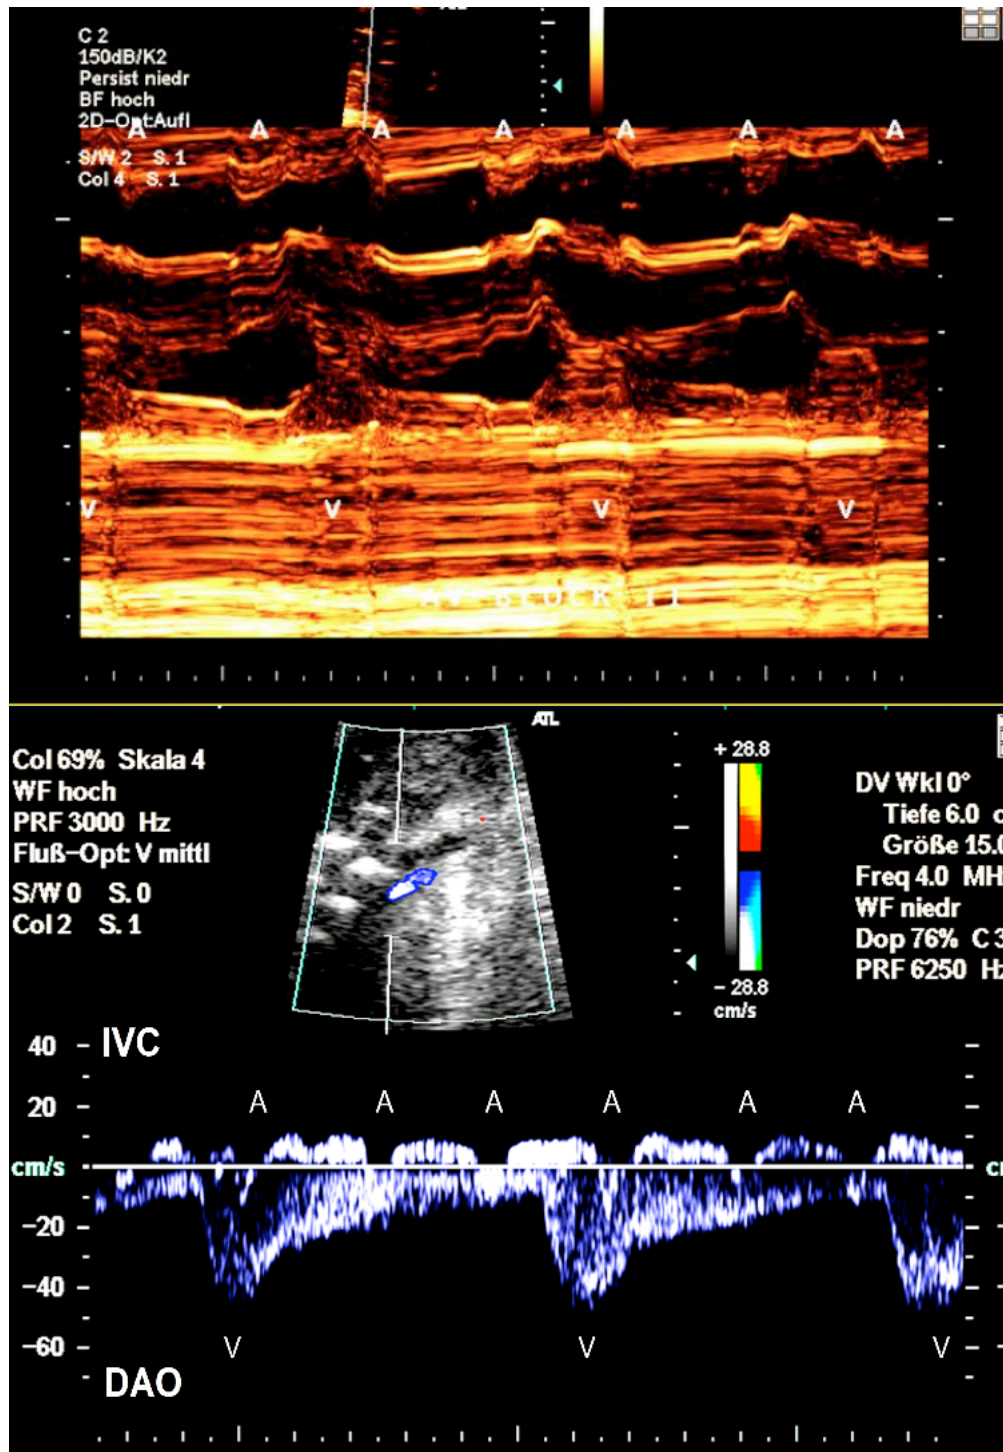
Typische M-Mode- (oben) und dopplersonographische Darstellung (unten) der Dissoziation von atrialer (A) und ventrikulärer (V) Aktivität beim kompletten fetalen Herzblock in der 24+5 Schwangerschaftswoche (Vena cava inferior (IVC); descendierende Aorta (DAO))
